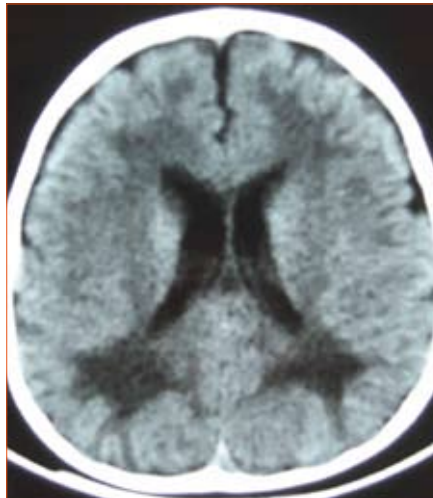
Tomografía computarizada craneal realizada a los 12 meses: se observa hipodensidad difusa de la sustancia blanca periventricular y también subcortical, de predominio posterior.
